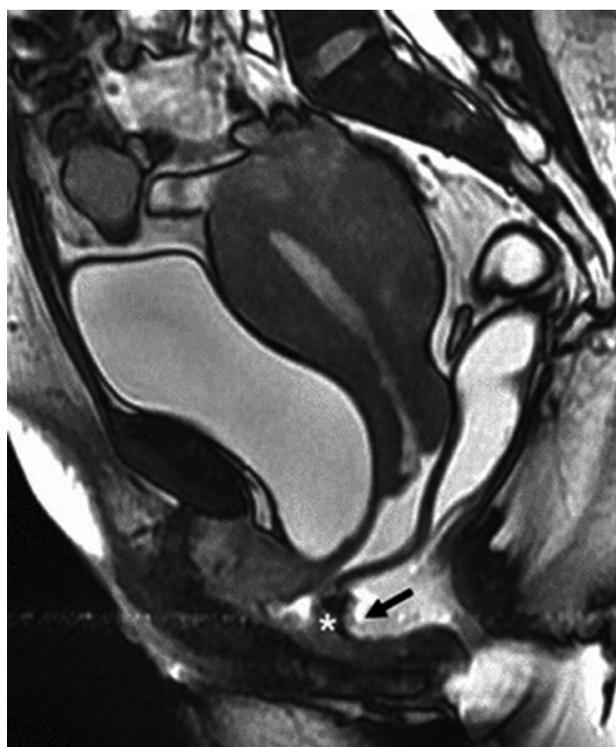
RM dinámica de pelvis en fase de esfuerzo.
